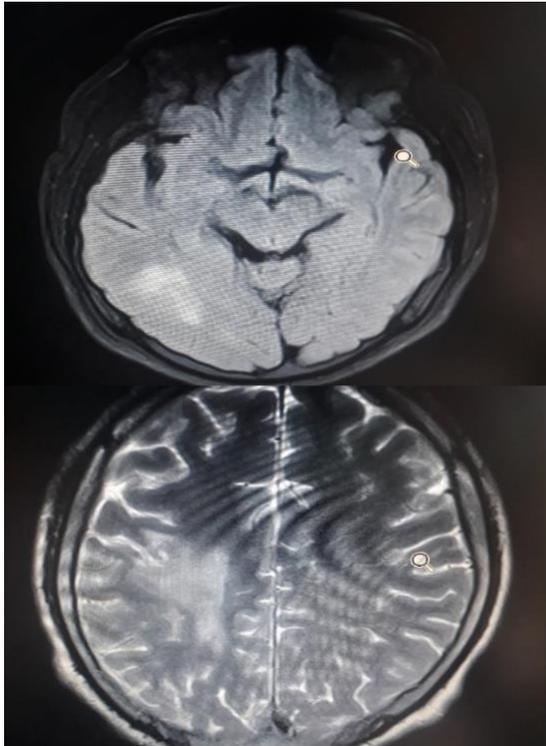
MRI cerebral, se observa una imagen hipertensa en región parietal con edema intersticial sin efecto de masa que se extiende hacia la región occipital.
